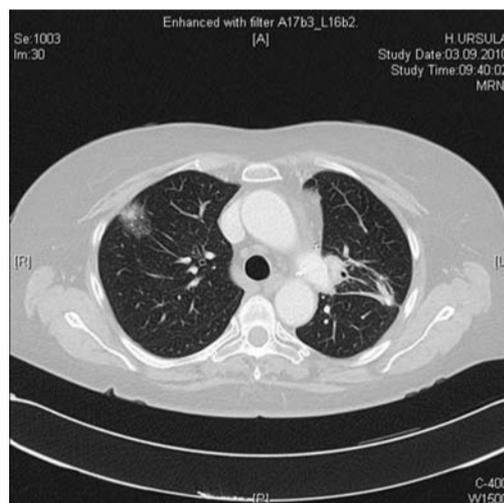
CT: Synchrones pulmonales Zweitkarzinom Oberlappen rechts nach Segmentresektion Oberlappen links.
